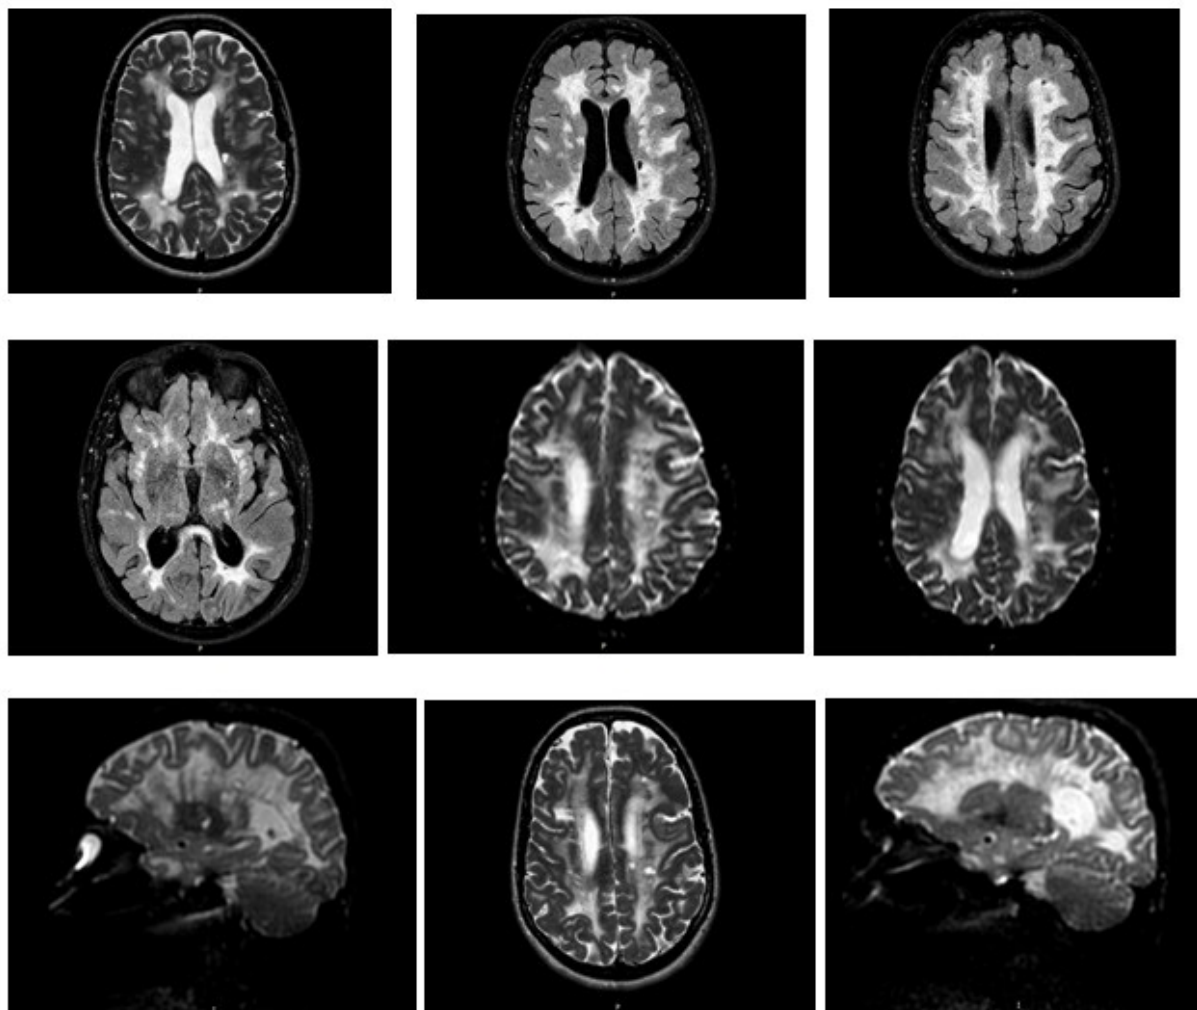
Нейровизуализационная картина (МРТ)
